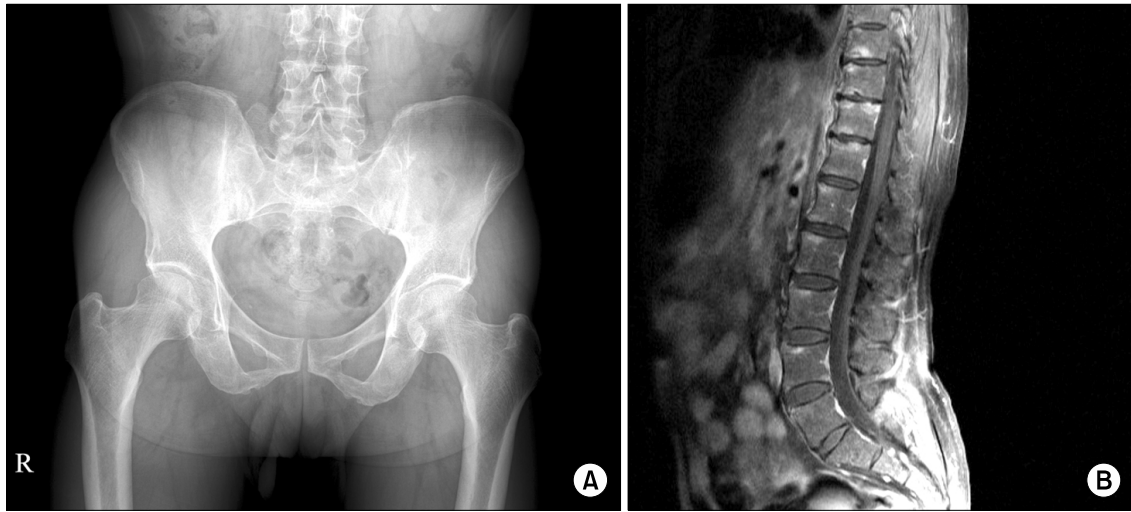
(A) Normal position pelvis X-ray showed bilateral sacroiliitis (grade 2). (B) Multiple post-contrast enhancements along the endplate of the vertebral bodies are shown on TL-spine MRI.
